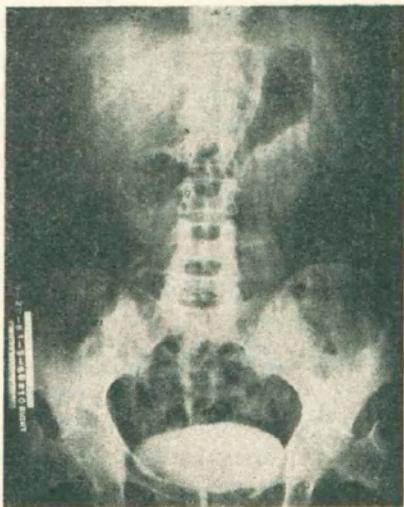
A — Cistografía, Paciente A. C. Fem. (Sep. 20, 1951). Nótese la falta de relleno en la parte derecha de la radiografía provocada por un adenocarcinoma.
